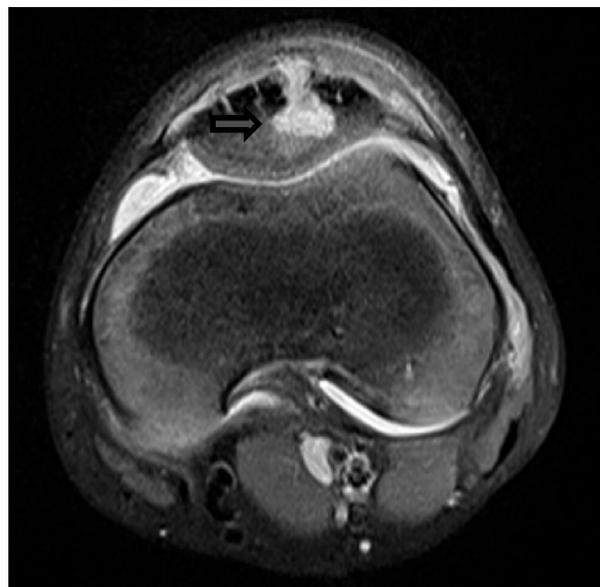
Corte transverso de RMN de rodilla izquierda: imagen lítica hipercaptante en rótula con comunicación al tejido celular subcutáneo pre rotuliano.
